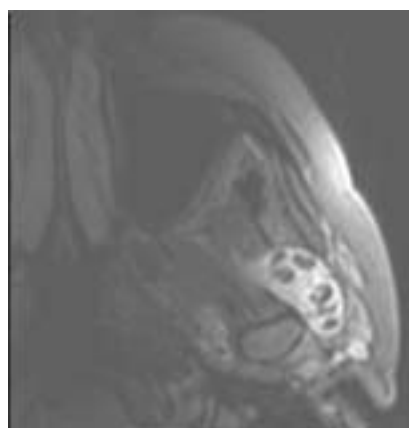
Imágenes axiales potenciadas en T2 de la RM de la ATM izquierda en las que se observan múltiples imágenes nodulares, la mayoría muy pequeñas, en el interior de la cavidad articular muy aumentada de tamaño.
